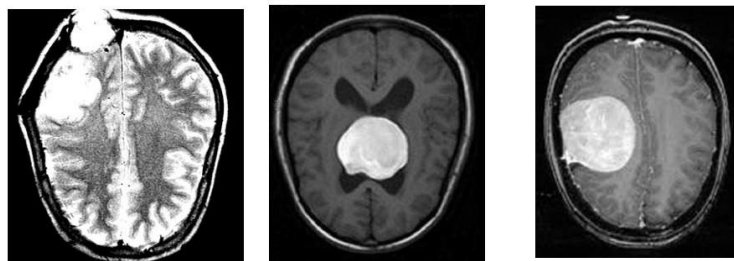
Exemples d'images IRM de la première base de la classe « Yes ».
